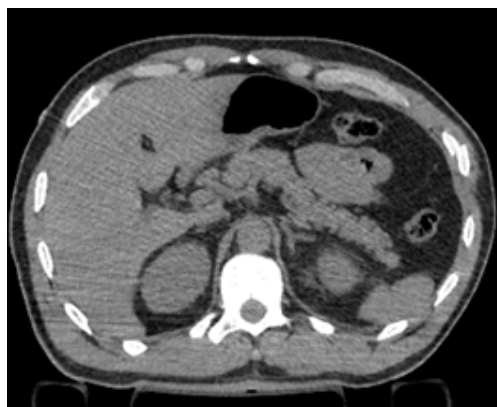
Corte axial de Tomografia Computadorizada de Tórax.
